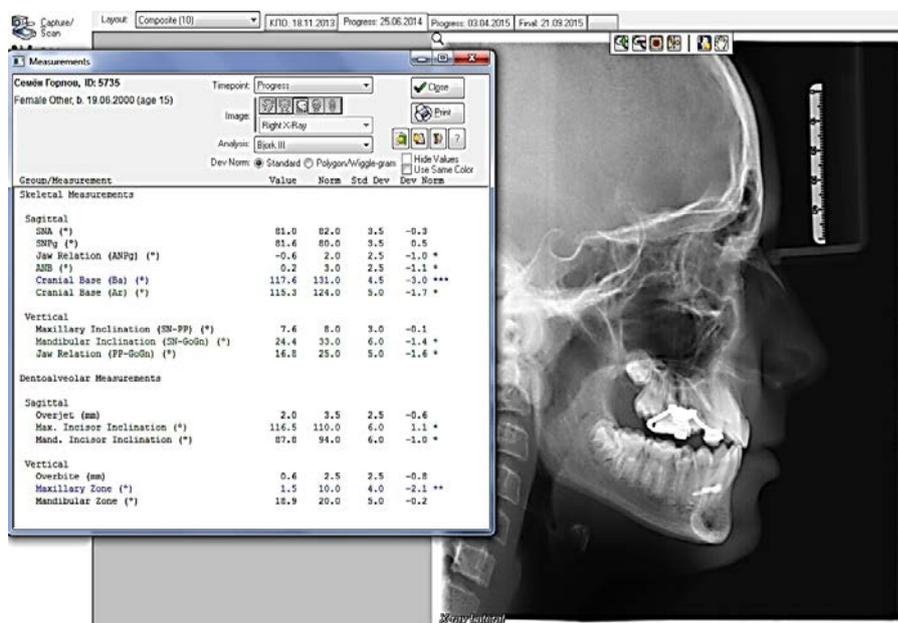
Цефалометрический анализ телерентгенограммы головы (ТРГ) в боковой проекции в программе Dolphin Imaging 11.0
